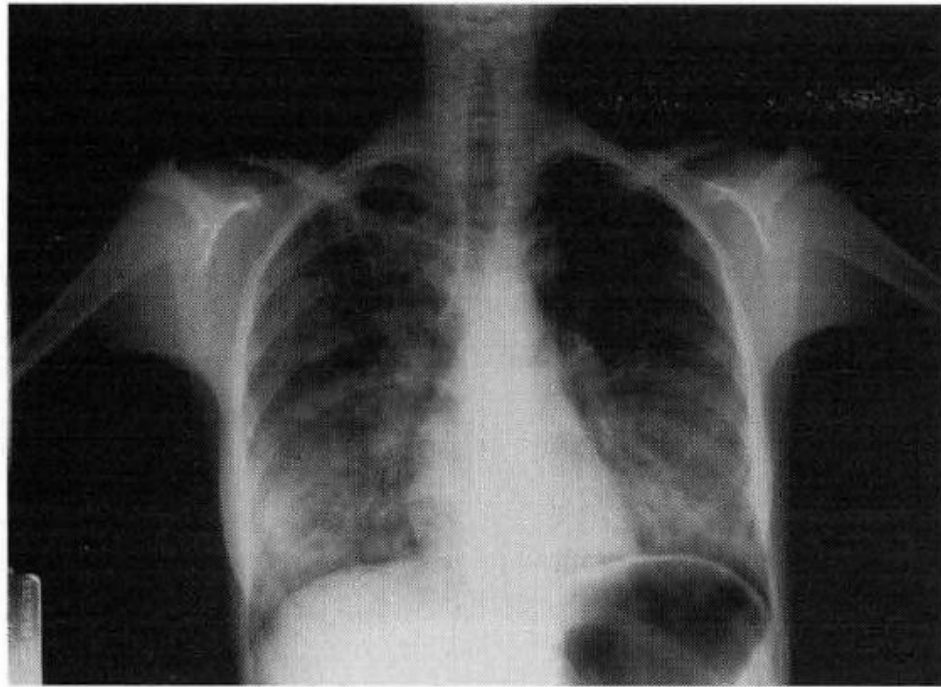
Chest radiograph of the patient 1 shows findings consistent with pulmonary edema.
